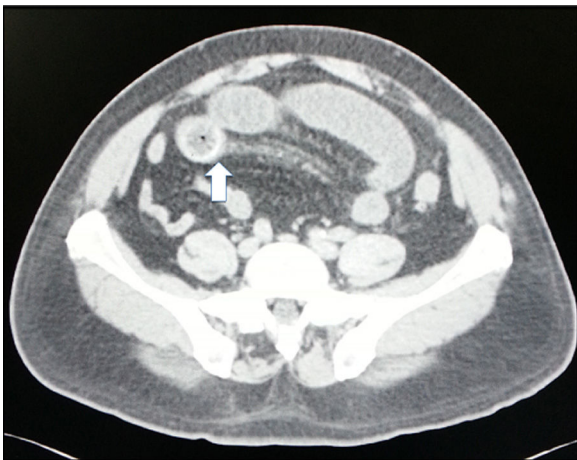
Tomografía computada abdominal, con contraste oral, corte axial. Se observa señalado con flecha blanca imagen redondeada de lito impactado en íleon terminal.
